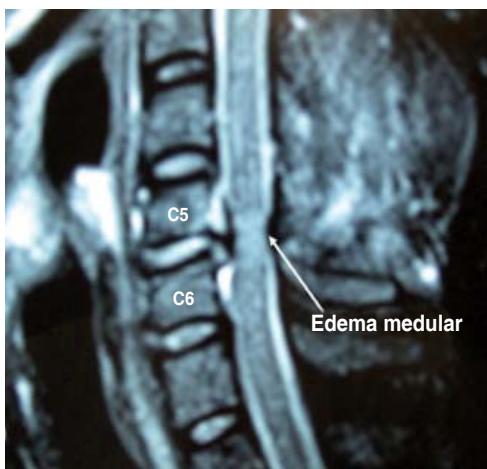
Imagen en corte sagital de columna cervical en RM, ponderada en T2, mostrando edema medular.
